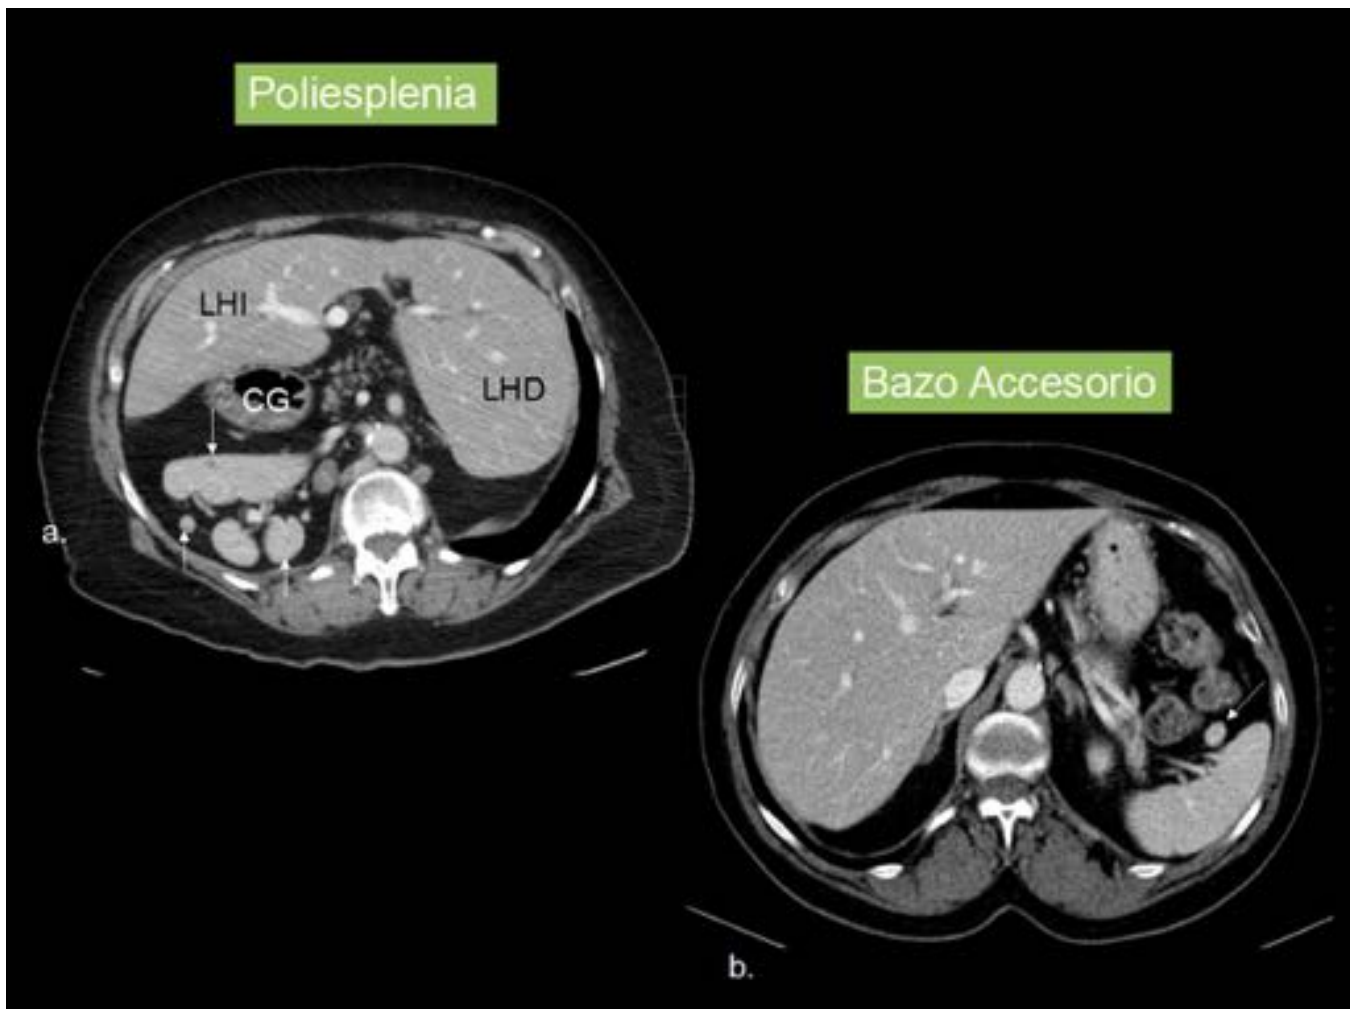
TC, cortes axiales. a.) Poliesplenía (flechas) en el contexto de un síndrome heterotaxia-poliesplenía congénito. LHD (lóbulo hepático derecho), LHI (Lóbulo hepático Izquierdo), CG (Cuerpo gástrico). b.) Bazo Accesorio (flecha) nódulo de bordes bien definidos con características iguales que el bazo normal.
